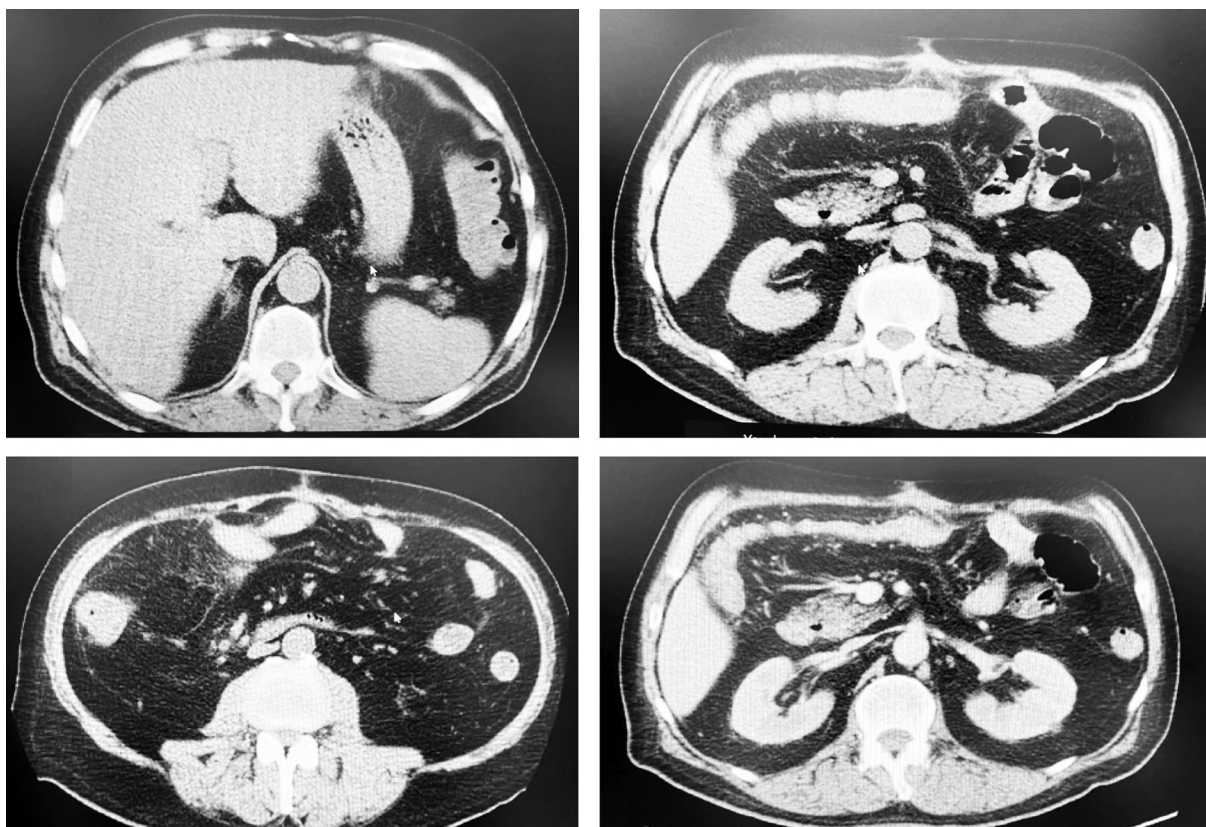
СКТ органов брюшной полости. Терминальный илеит, тифлит с перфорацией дистального отдела подвздошной кишки, наличием ограниченных и неограниченных жидкостных скоплений, ограниченного скопления воздуха в брюшной полости, диффузные изменения печени, поджелудочной железы. Конкременты желчного пузыря. Простые кисты обеих почек.
